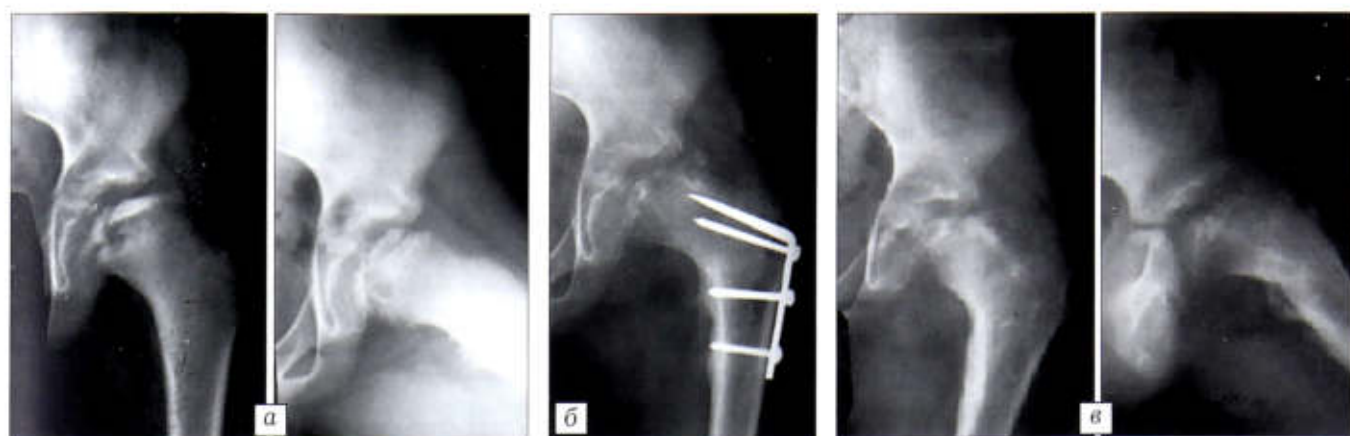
Рентгенограммы больного 3. 10 лет. Диагноз: болезнь Легга — Кальве — Пертеса в стадии фрагментации с тотальным поражением эпифиза слева.
